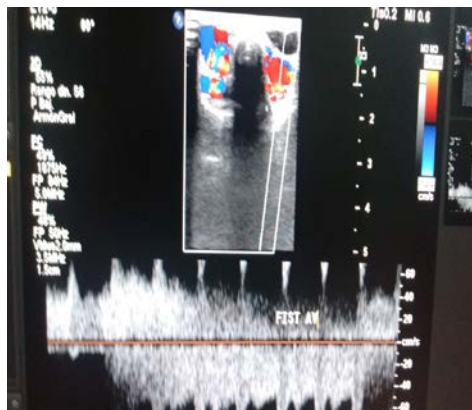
Ultrasonido de partes blandas y doppler de oreja y cuello.
